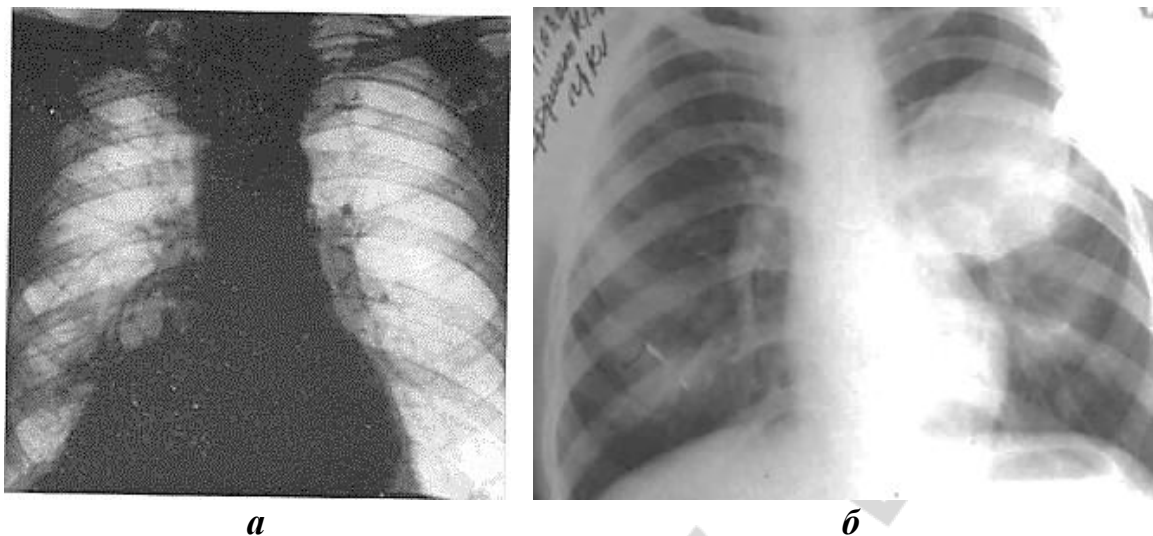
Рентгенограммы легких:
